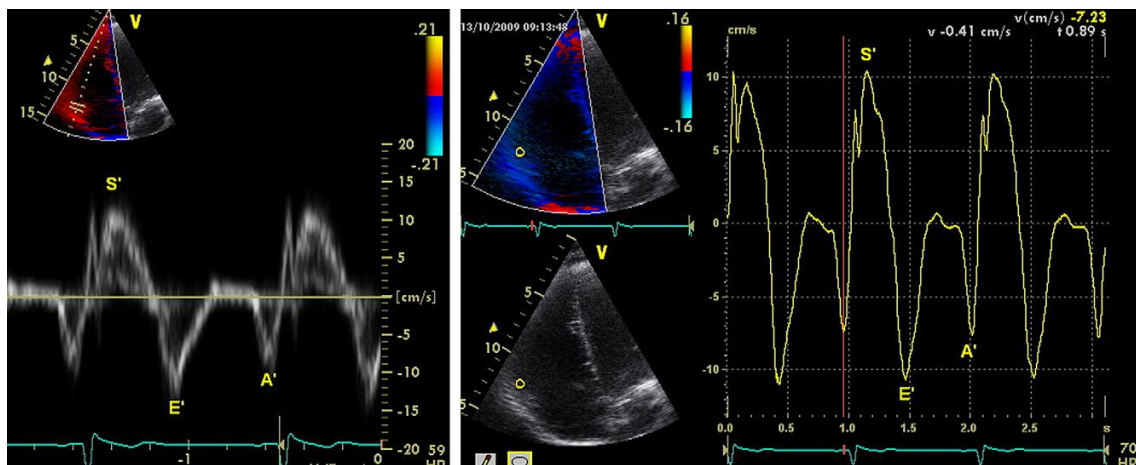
Cálculo da onda S' do anel tricúspide: *Doppler* tecidual (esquerda) e *Doppler* tecidual codificado a cor em análise *offline* (direita) (adaptado de Rudski et al. ⁽¹⁵⁾).
